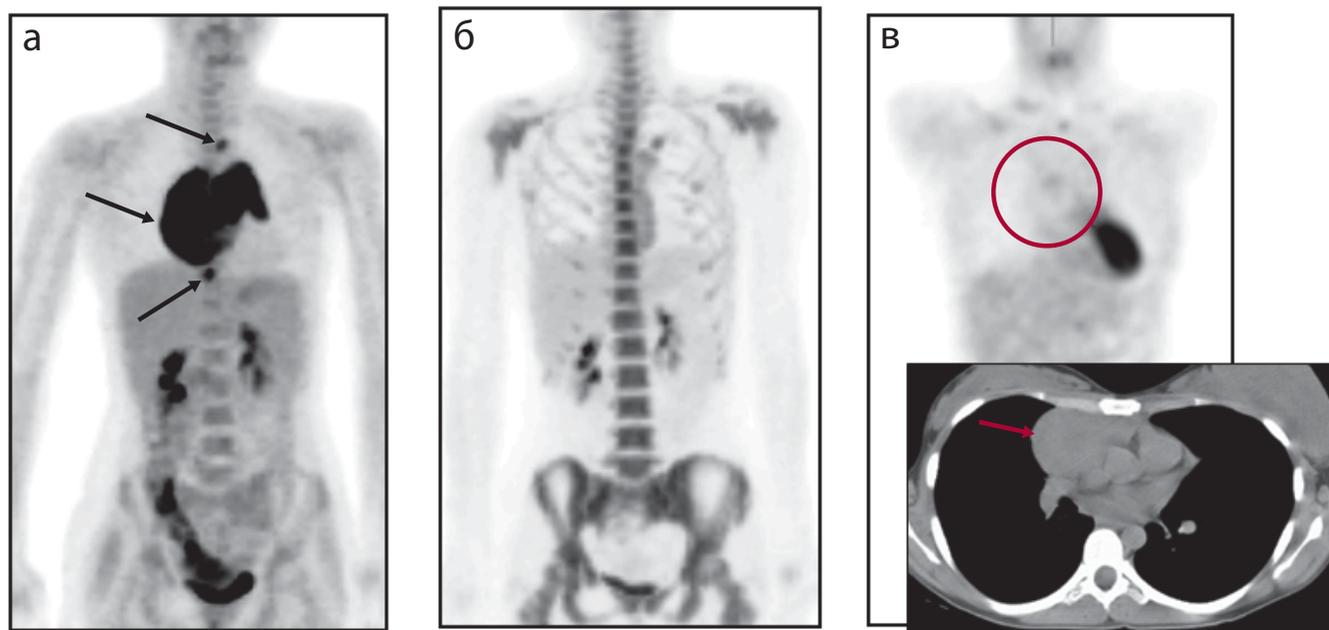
Оценка эффективности лечения по результатам ПЭТ у пациента с лимфомой Ходжкина: а — до лечения результаты ПЭТ подтвердили массивное поражение лимфоузлов средостения (черные стрелки) и отсутствие других очагов поражения; б — через 2 курса после полихимиотерапии отрицательный ПЭТ-скан свидетельствует о полном метаболическом ответе — исчезновении активности специфической ткани. Генерализованное диффузное накопление препарата в костном мозге обусловлено его раздражением после проведения гемостимулирующей терапии; в — через 3 мес. после завершения лечения по данным РКТ в средостении сохраняется остаточная опухоль (красная стрелка), однако отрицательный ПЭТ-скан свидетельствует об отсутствии в ней жизнеспособной опухоли (красный круг)
